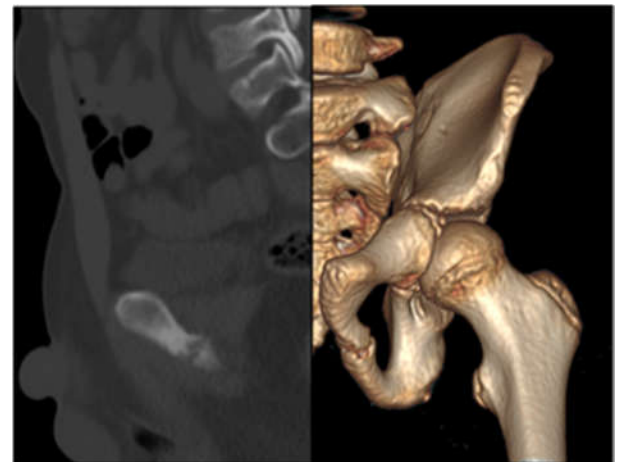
Corte sagital de TAC de pelvis y reconstrucción coronal 3D.
